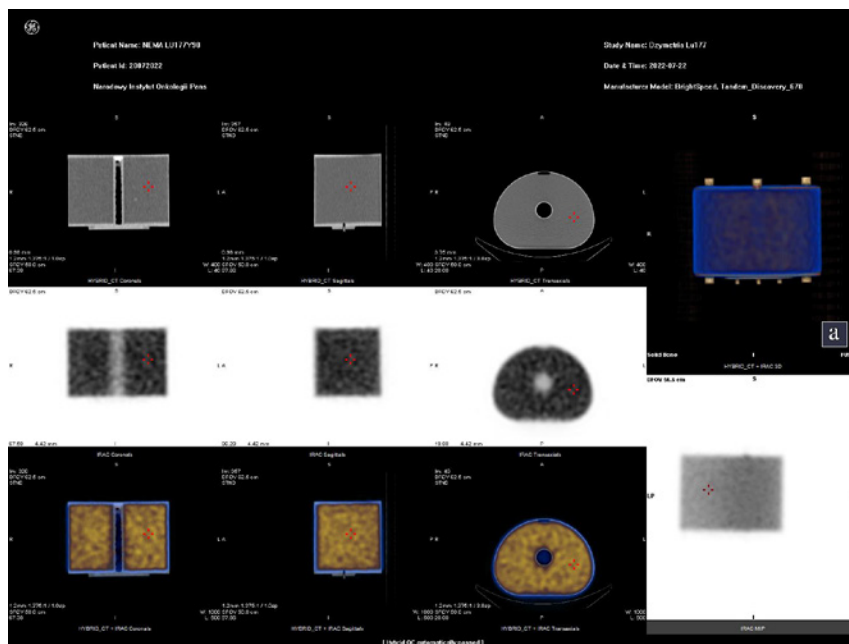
Ułożenie fantomu podczas wykonywania pomiarów na gamma kamerze Discovery NM/CT 670.
